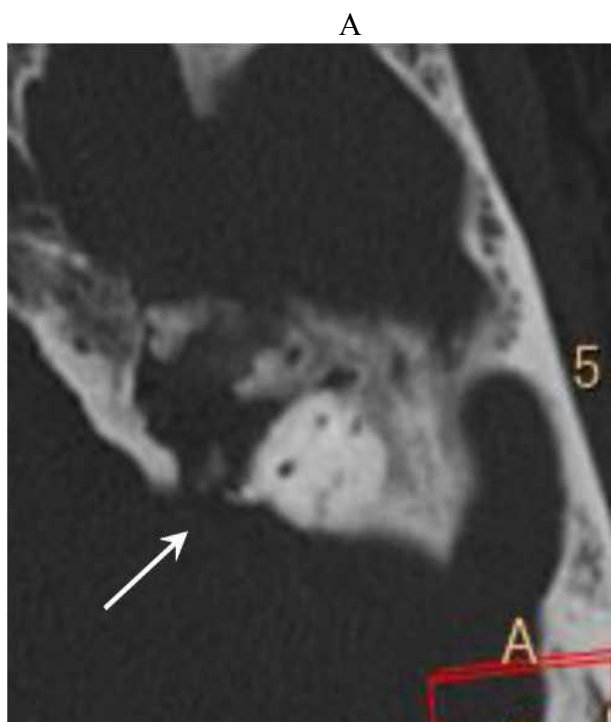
А, Б – два разных пациента с похожей картиной деструкции на уровне верхних отделов пирамиды (стрелки). В обоих случаях на КТ подозревается инфралабиринтная холестеатома
